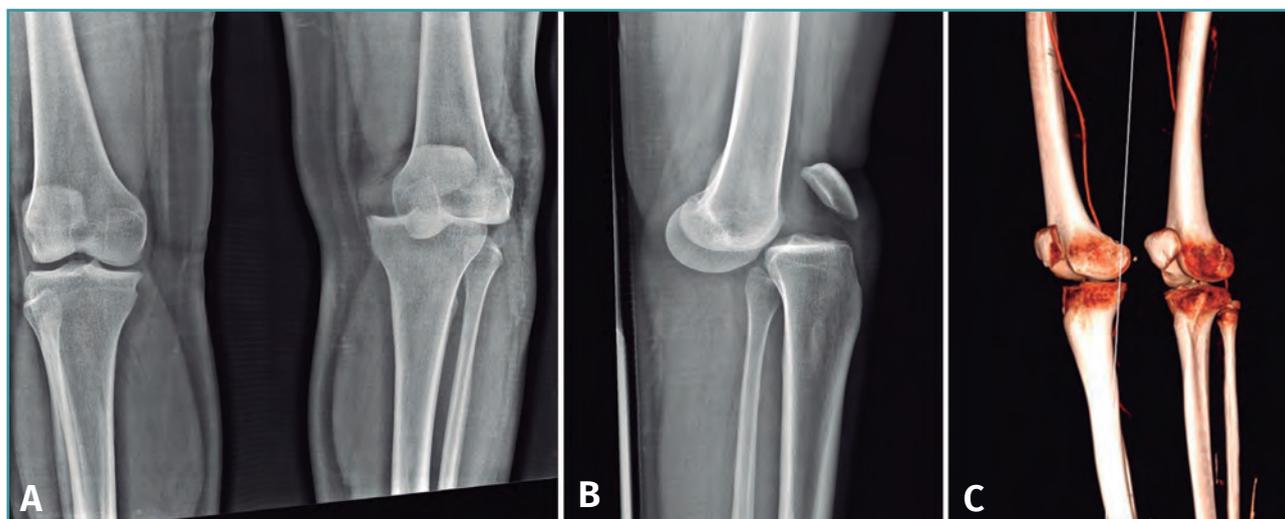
A y B: luxación de rodilla anteromedial; C: angiotomografía computarizada.
